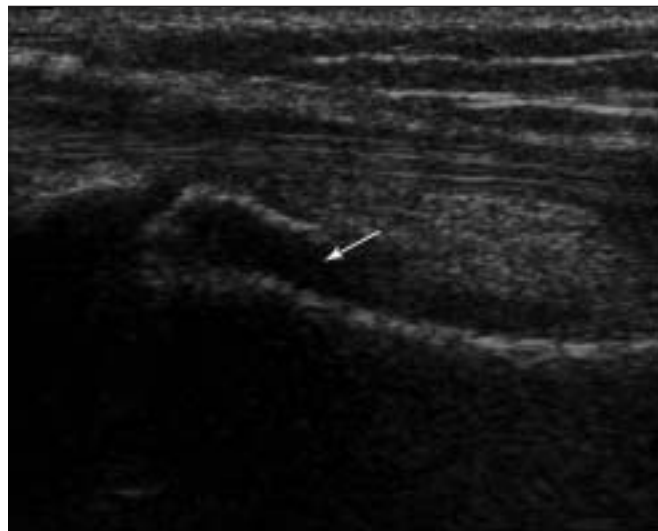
Dénivellation. Échographie de l'extrémité radiale distale (coupe sagittale postérieure).
